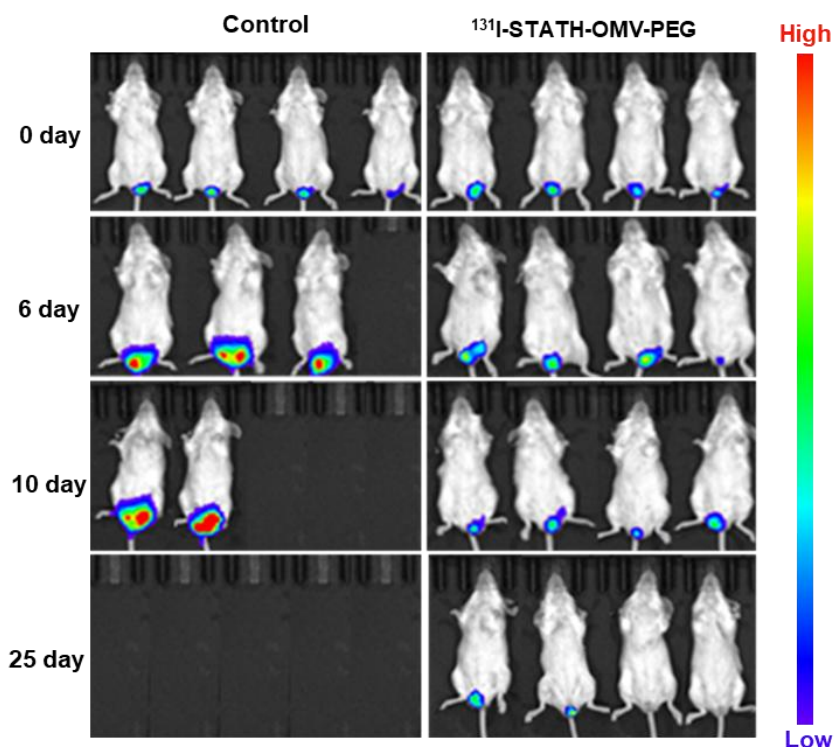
Bioluminescence in vivo imaging for monitoring the progression of CT26-Luc colon cancer cells subsequent to ^{131}I -STATH-OMV-PEG treatment
